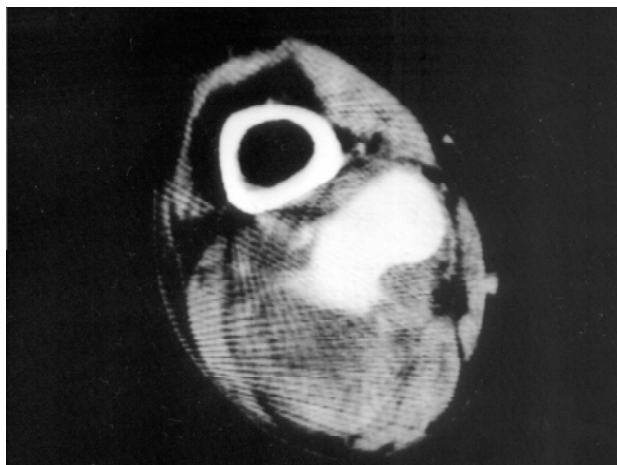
Tomografia computadorizada com contraste: terço distal da coxa direita. Aneurisma de artéria poplítea roto com hematoma extenso na fossa poplítea
